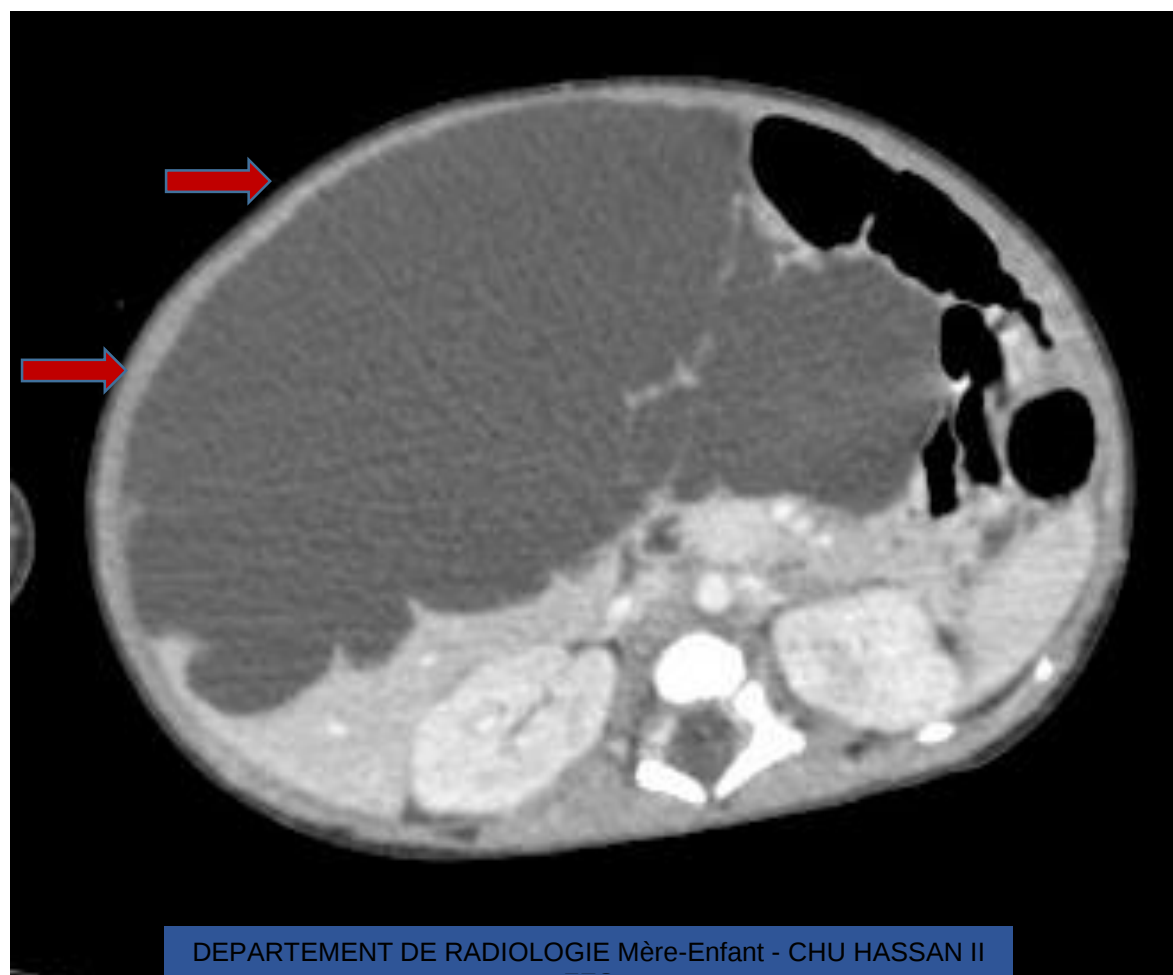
TDM abdominale en coupe axiale après injection de produit de contraste montrant la volumineuse masse hépatique sus-décrite non modifiée après contraste.
